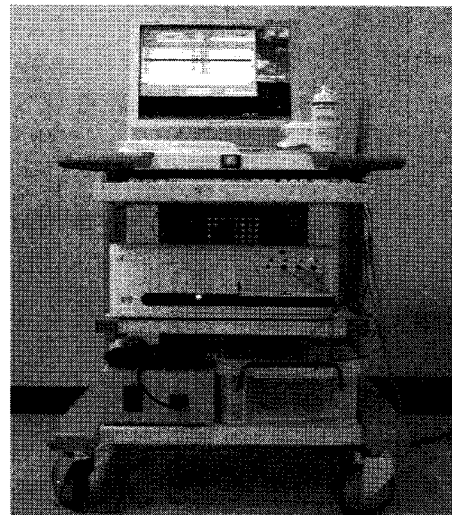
Doppler ultrasound device
